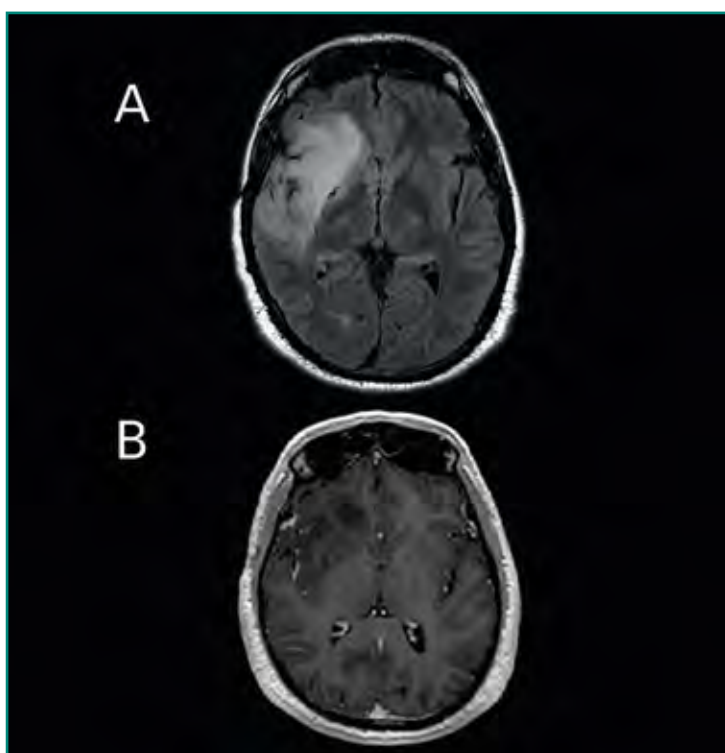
Astrocitoma anaplásico (grado III OMS). Imágenes de RM. A: secuencia FLAIR, plano axial. Lesión intraparenquimatosa hiperintensa corticosubcortical frontotemporal derecha, con leve efecto de masa; B: secuencia T1 posadministración de contraste i.v., plano axial. La lesión muestra cierto realce cortical insular y frontal derechos. Existe una zona hipointensa (probablemente necrótica) en sustancia blanca frontal basal parasagital derecha.
